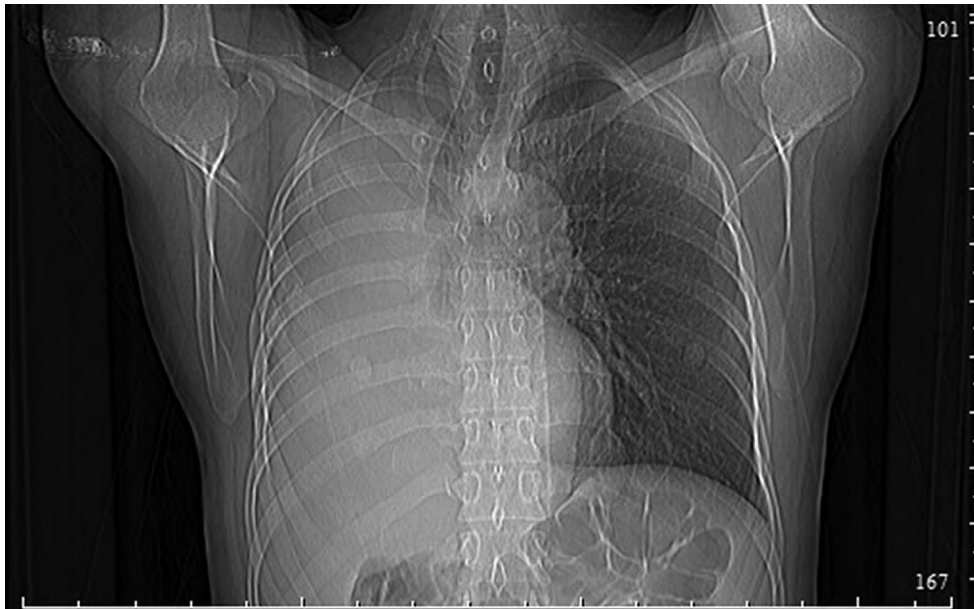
Рентген грудной клетки. Тотальный ателектаз правого легкого
